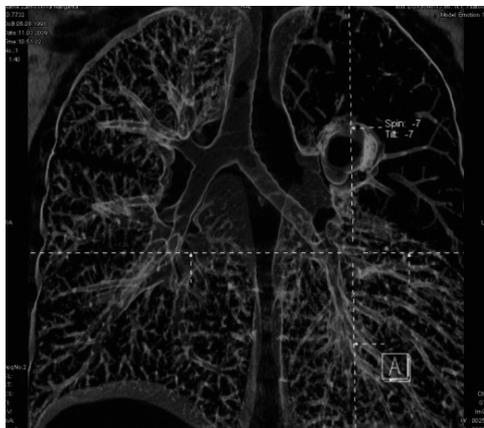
Бронхиальная атрезия, КТ ОГП МПР.
